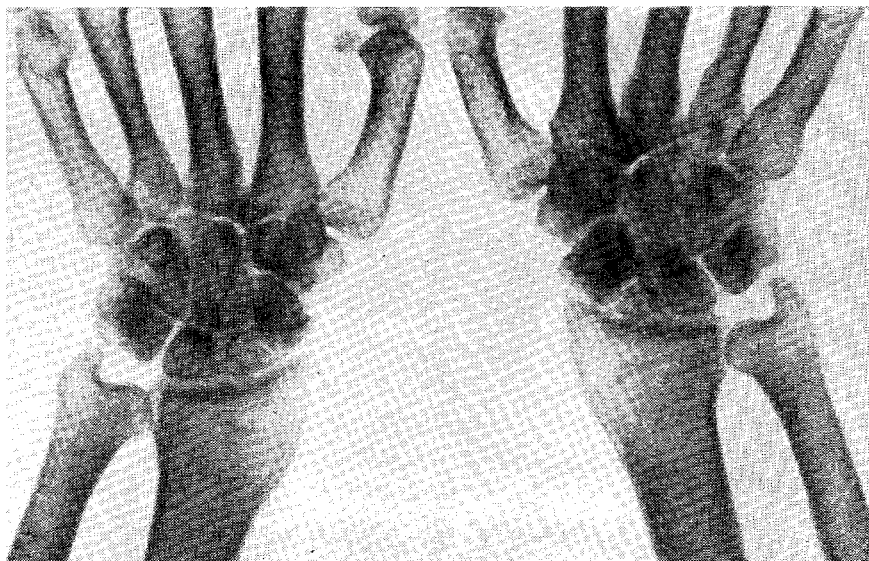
Двусторонний асептический некроз ладьевидных костей (рентгенограмма).
